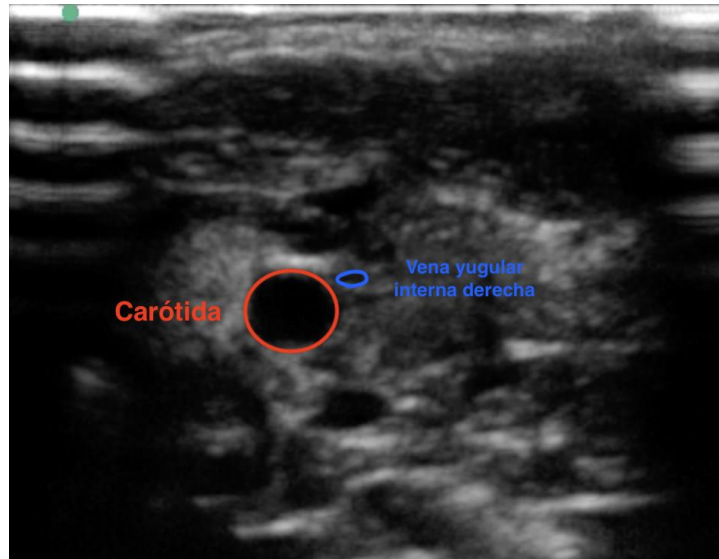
Imagen de ultrasonido eje corto (transversal) vena yugular interna derecha estenótica, post catéter venoso central.
